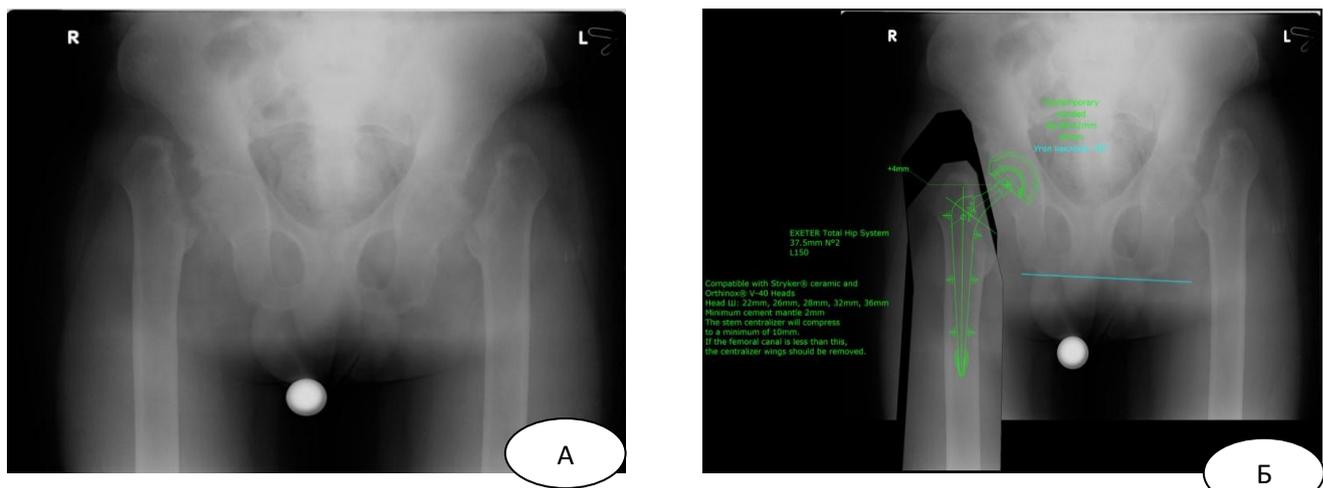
Рентгенограммы: А - предоперационная рентгенограмма;
